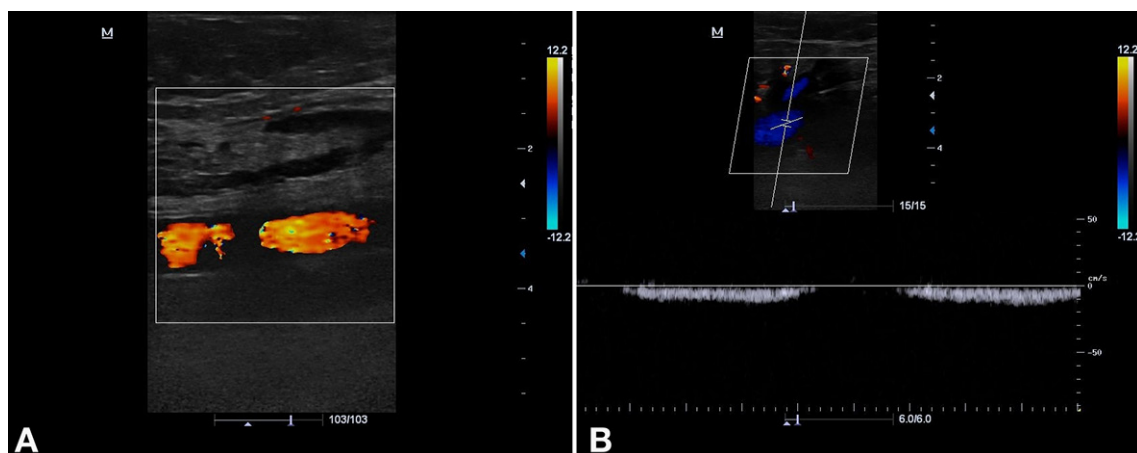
(A) Control sonographic image showing normal flow in the superficial femoral artery (SFA); (B) Control sonographic image showing normal flow in the common femoral vein.
